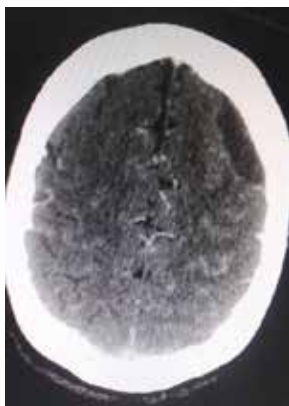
Angio-TAC craneal y de troncos supraaórticos. Colección epidural parietal izquierda.
